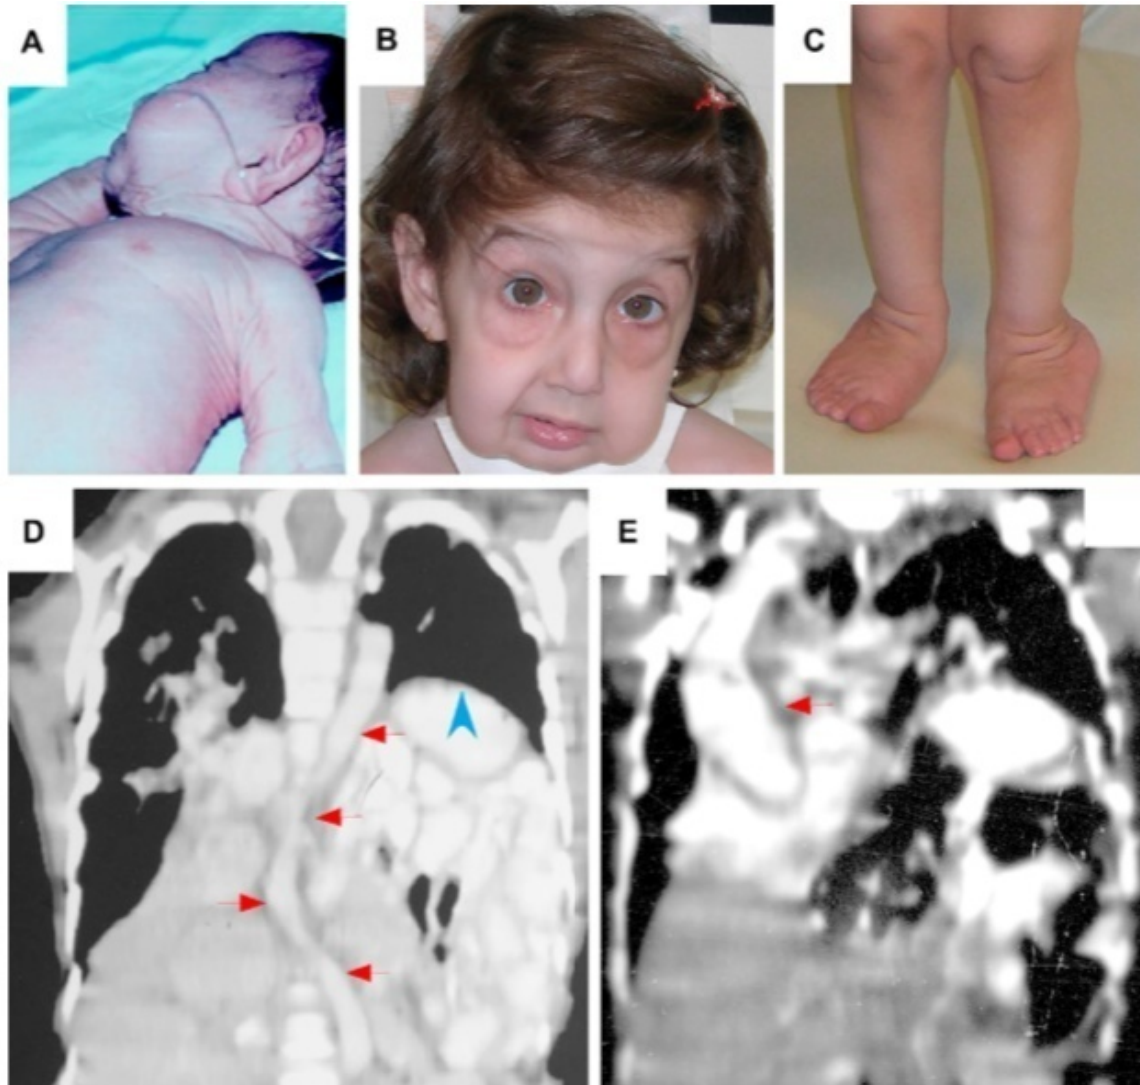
Manifestations of autosomal recessive cutis laxa type I. A, Redundant skin and large ears in patient with *fibulin-5* mutation (reprinted with permission²³). B, Sagging cheeks and periorbital area, reverse-V eyebrows, long philtrum, and large ears in patient with *fibulin-4* mutation. C, Redundant skin and joint laxity on the legs of a patient with ARCL-I (reprinted with permission³¹). Computed tomography images of tortuous aorta (*arrows*) and diaphragmatic hernia (*arrowhead*) in patient with *fibulin-4* mutation (D) and aortic aneurysm (*arrow*) in patient with *fibulin-4* mutation (E).
